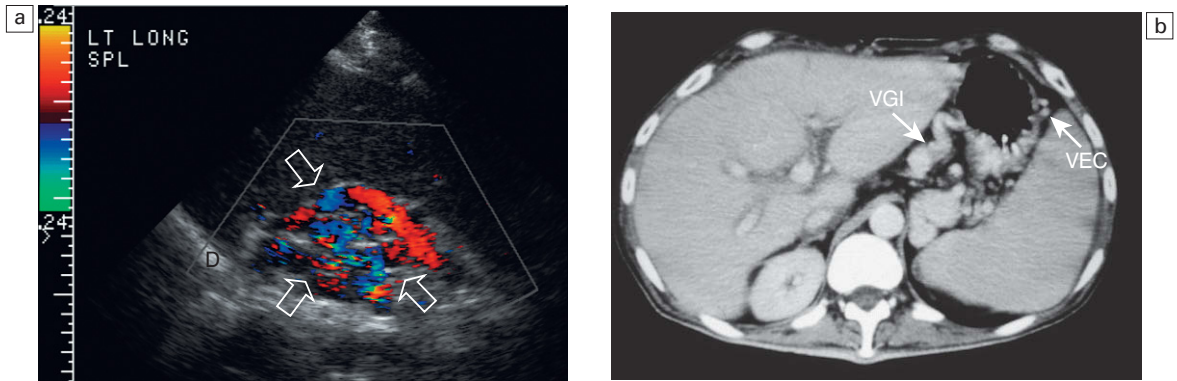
a) Imagen longitudinal de Doppler color del flanco izquierdo de un paciente con hipertensión portal. Se ve un ovillo vascular (flechas) en el hilio esplénico que se extiende cefálicamente hacia el diafragma (D). Son varices gástricas cortas que discurren desde venas esplénicas al estómago y desde éste hacia la circulación sistémica a través de varices esofágicas. b) TC con contraste de un paciente con hipertensión portal. Se ven mejor las varices esofágicas cortas (VEC) desde el flanco izquierdo utilizando el bazo como ventana ecográfica. La variz gástrica izquierda (VGI) se ve mejor a través del lóbulo hepático izquierdo.
